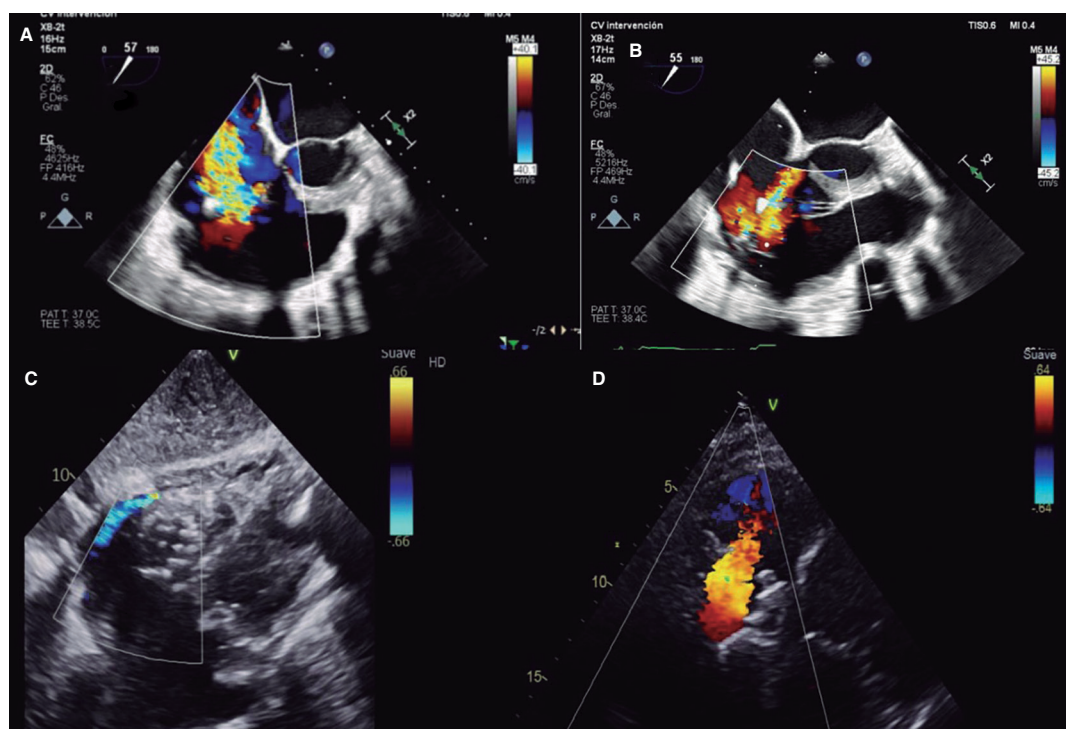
Ecocardiogramas transesofágicos iniciales del paciente 1 (A) y del paciente 2 (B), y ecocardiogramas transtorácicos con Doppler color tras el implante del paciente 1 (C) y del paciente 2 (D).
